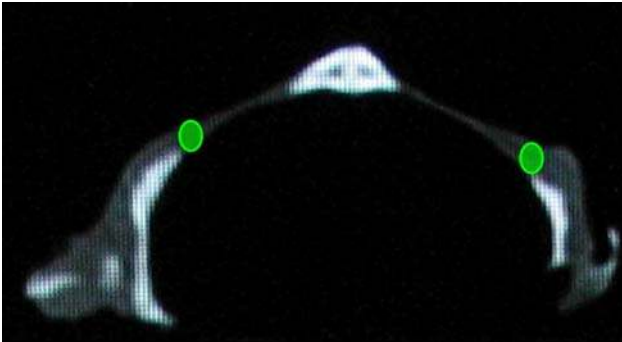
Kemik defekt alanları üç boyutlu bilgisayarlı tomografi görüntüleri üzerinde, bilgisayar ortamında ölçüldü.
